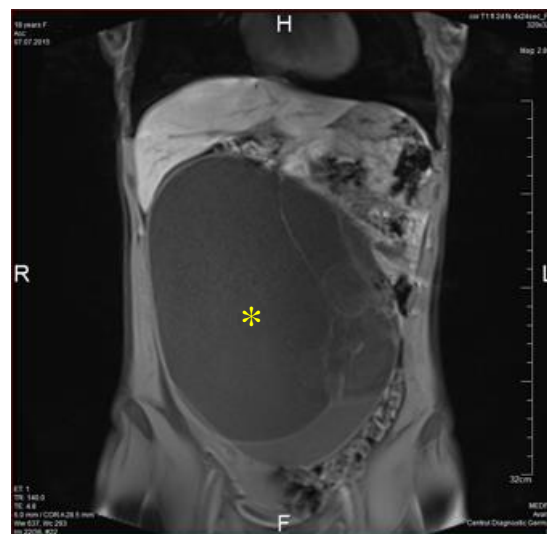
IRM (T1W, proiecție frontală): chistadenom mucinos gigantic a ovarului drept
